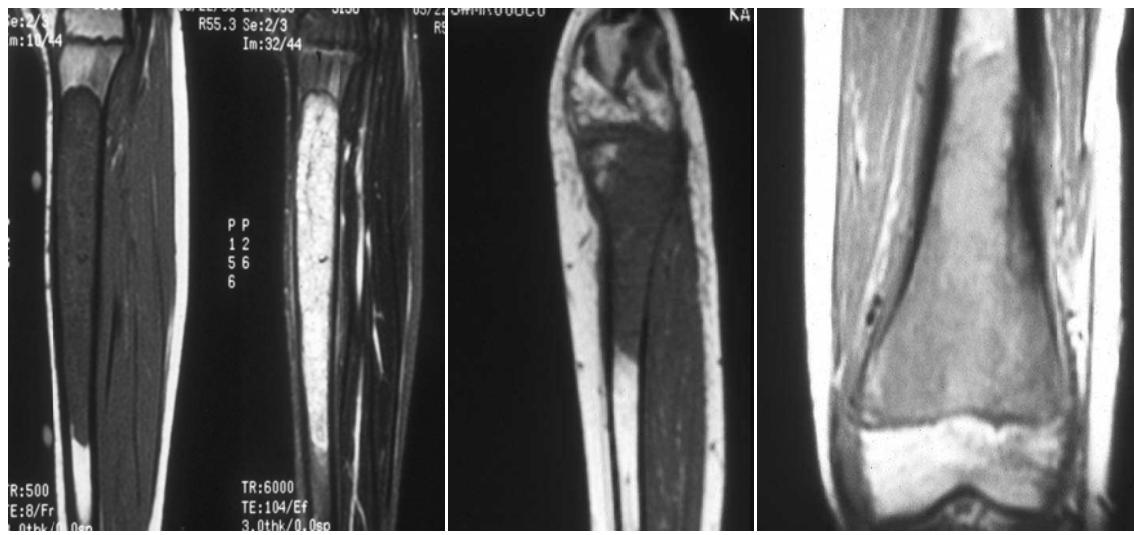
Radiographies de patients porteurs de SE strictement intraosseux, sans envahissement des parties molles.
